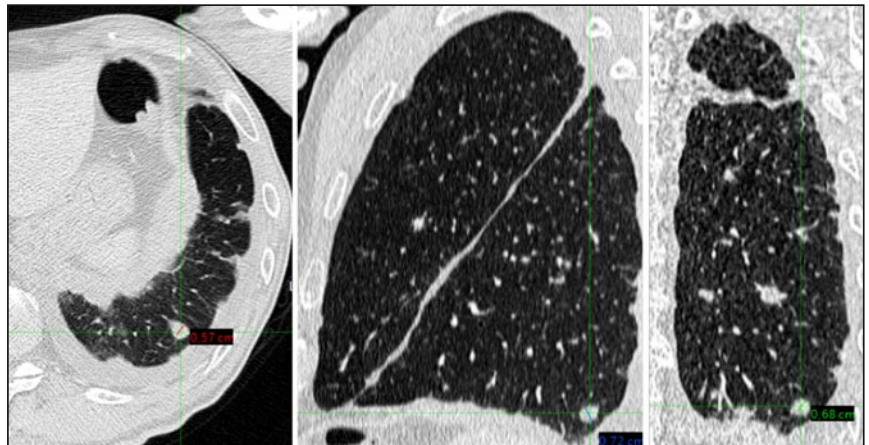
CT vom Juli 2019, Leitmetastasengröße li. zwischen 5,7 und 7,2 mm axial, sagittal und koronar, kaum Erguss
